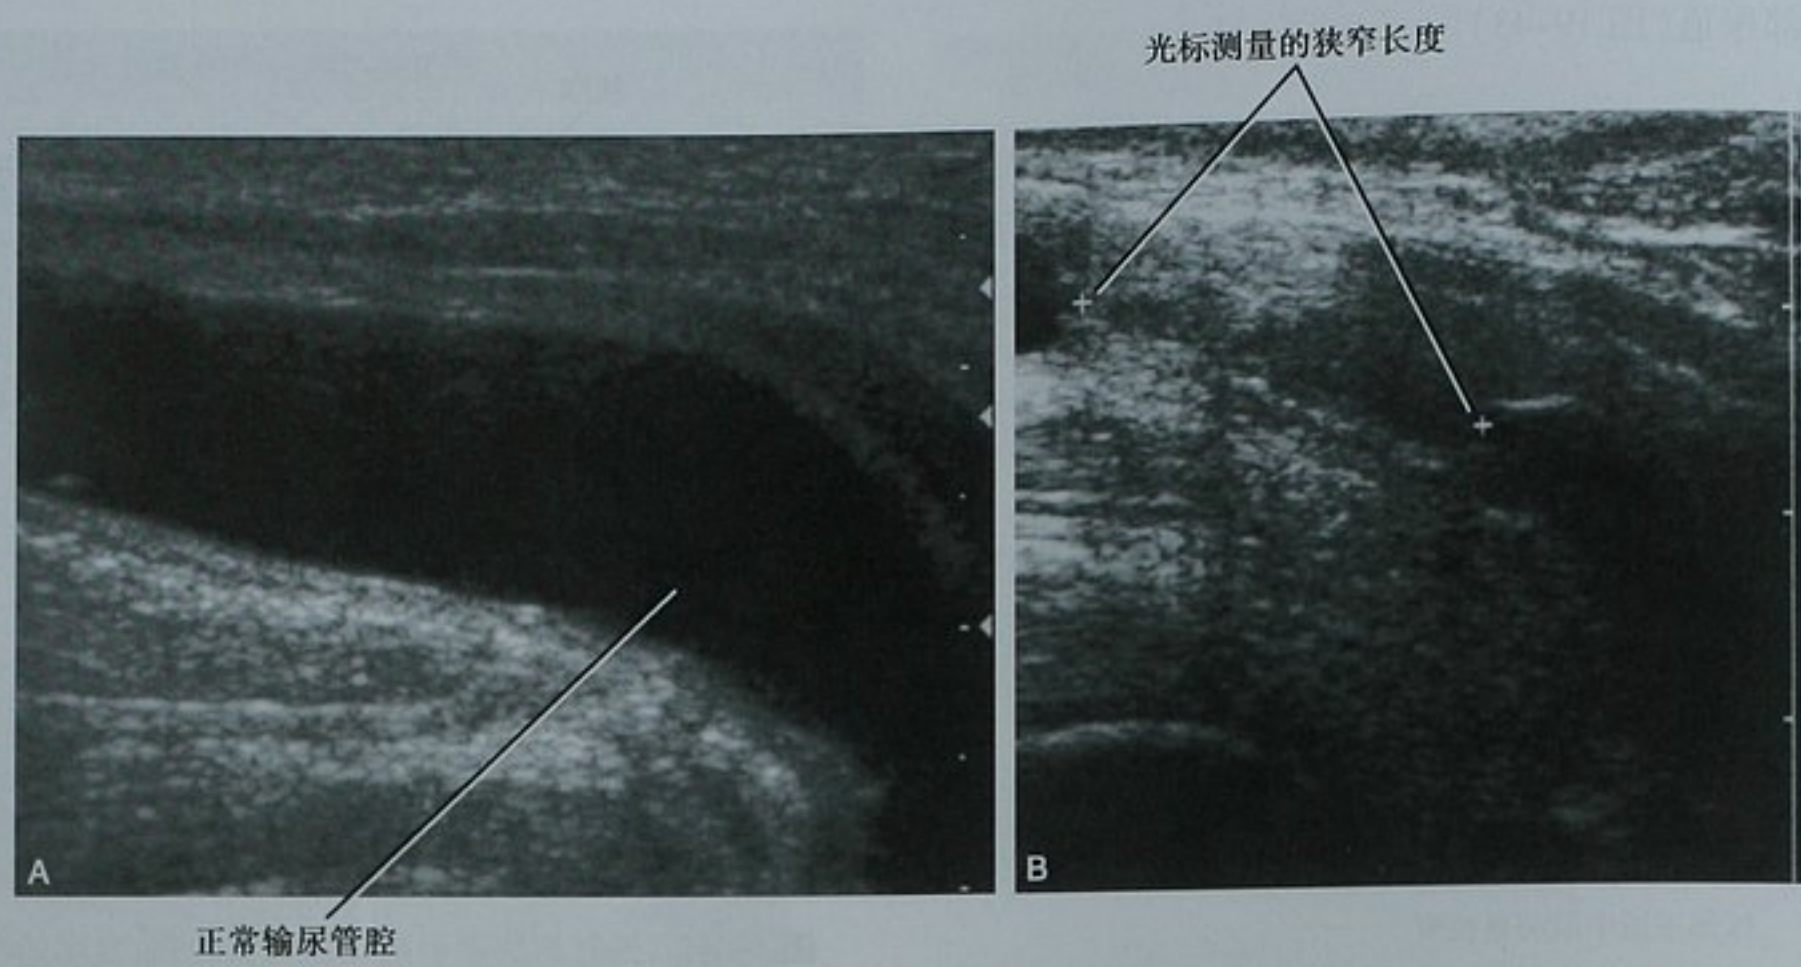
两位患者的尿道超声。A. 逆行注射生理盐水同时采集的矢状位超声图像显示球部尿道的正常节段；B. 超声测量图 19-42 所见的球部尿道狭窄。根据狭窄长度决定通过颊黏膜移植来修复
